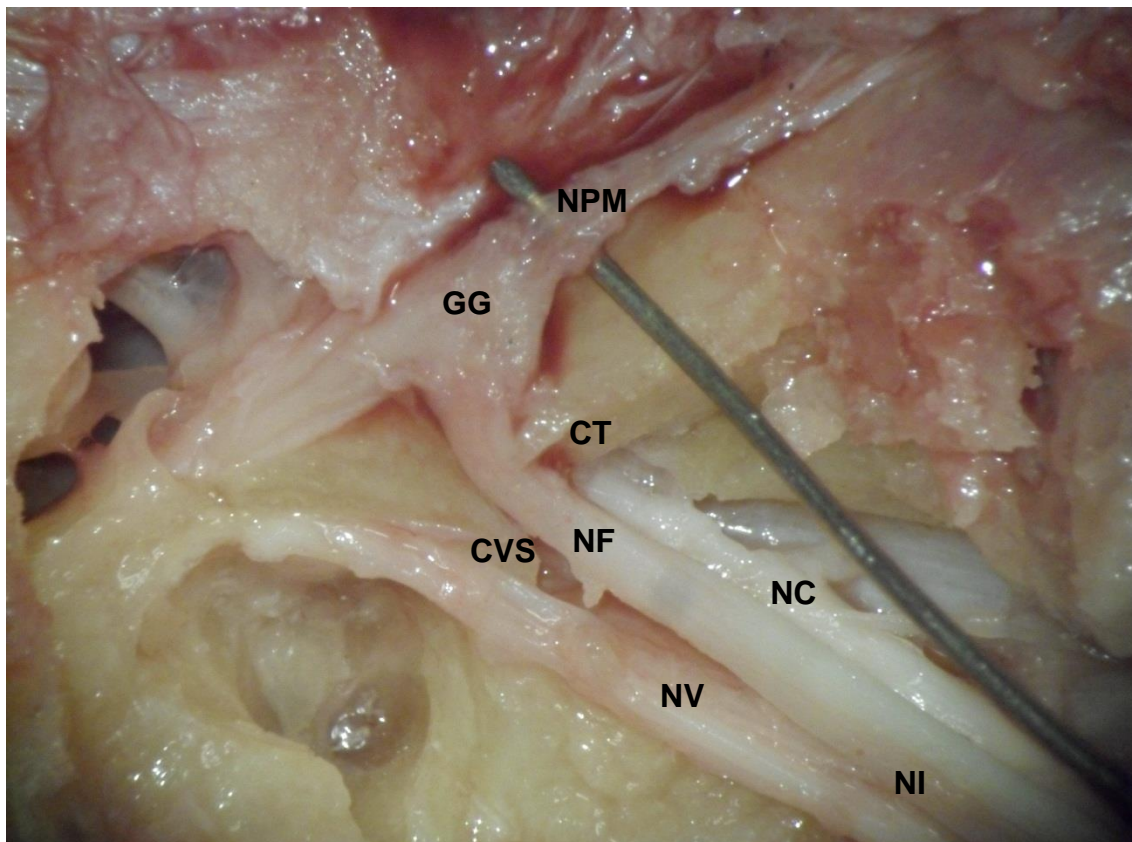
Linke Seite. Felsenbein eröffnet. (NF - N. facialis, NI - N. intermedius, NV - N. vestibularis, NC - N. cochlearis, GG - Ganglion geniculi, NPM - N. petrosus major) Fundus mit Crista transversa (CT) und Crista verticalis superior (CVS, Bill's Bar)
